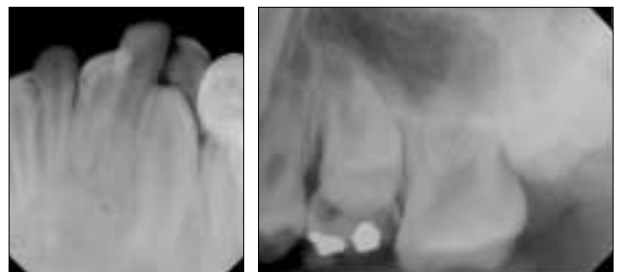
Pre-operative intraoral radiograph at the first visit.
